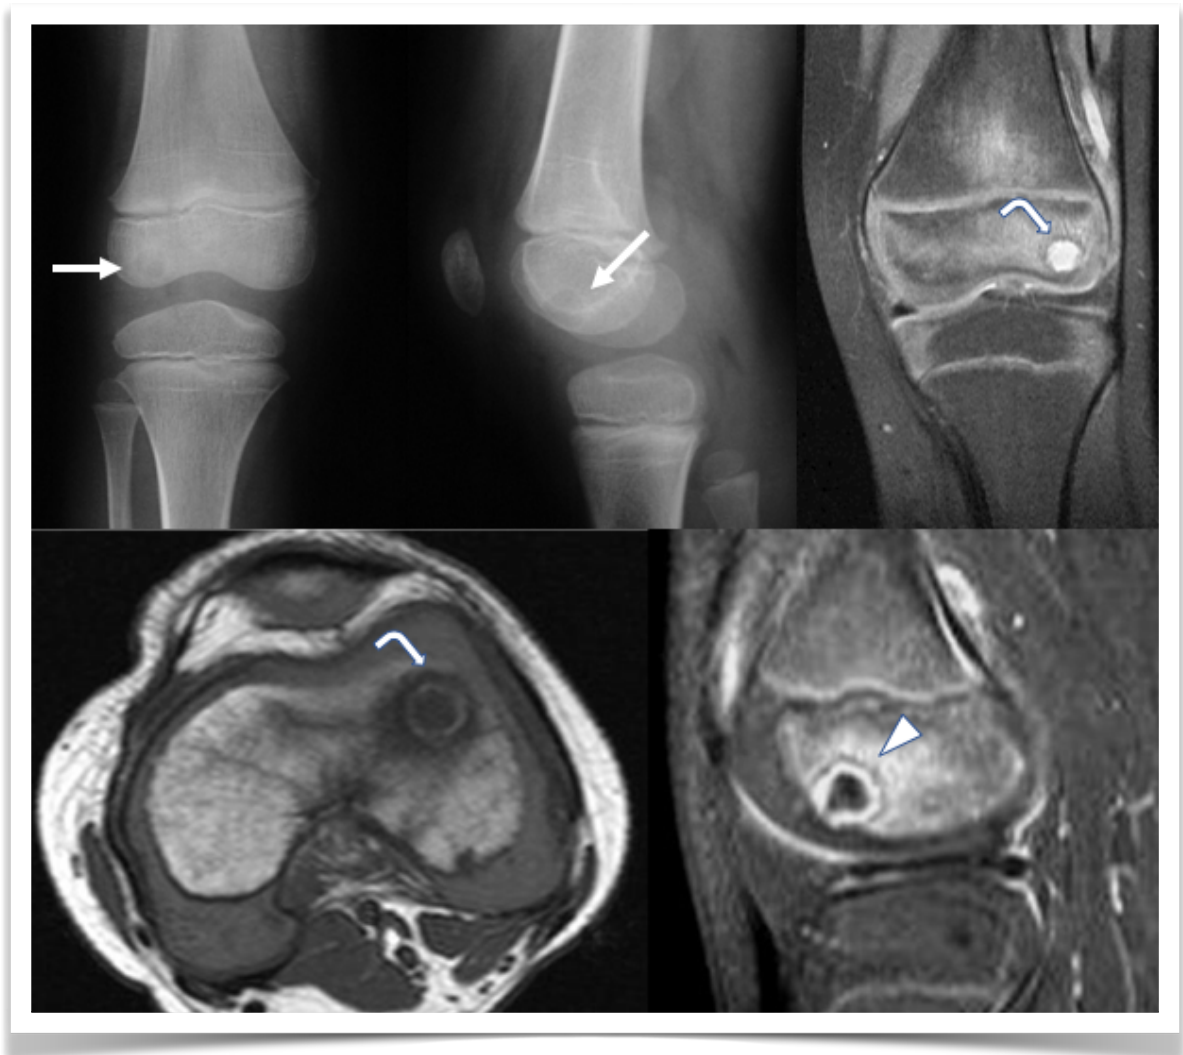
Rx simple muestra lesión lítica redondeada bien definida en la epífisis del fémur (flechas largas). En RM lesión "en plano diana" en plano coronal y axial (flechas curvas). Con gadolinio se demuestra la naturaleza "quistica" de la lesión y pequeño trayecto fistuloso hacia la cavidad articular (cabeza de flecha).
